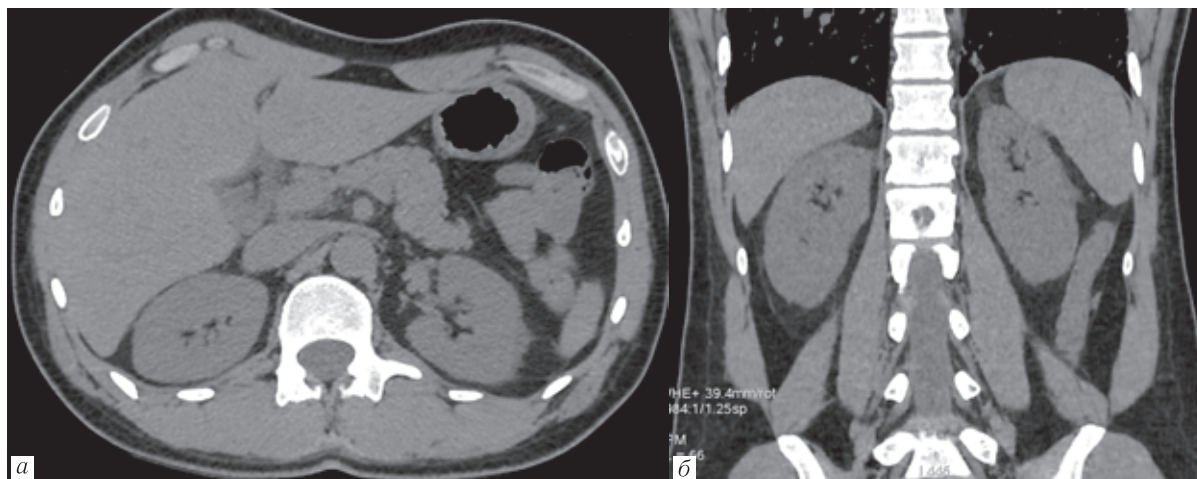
МСКТ брюшной полости на 1-е сутки. Аксиальная (а) и корональная (б) проекции. Уплотнение и тяжистая деформация жировой клетчатки
